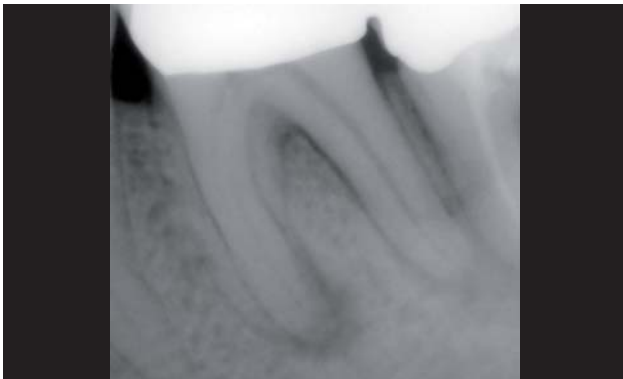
Fall 1: Röntgenbild der betroffenen Region 25 Monate nach dem Eingriff.
